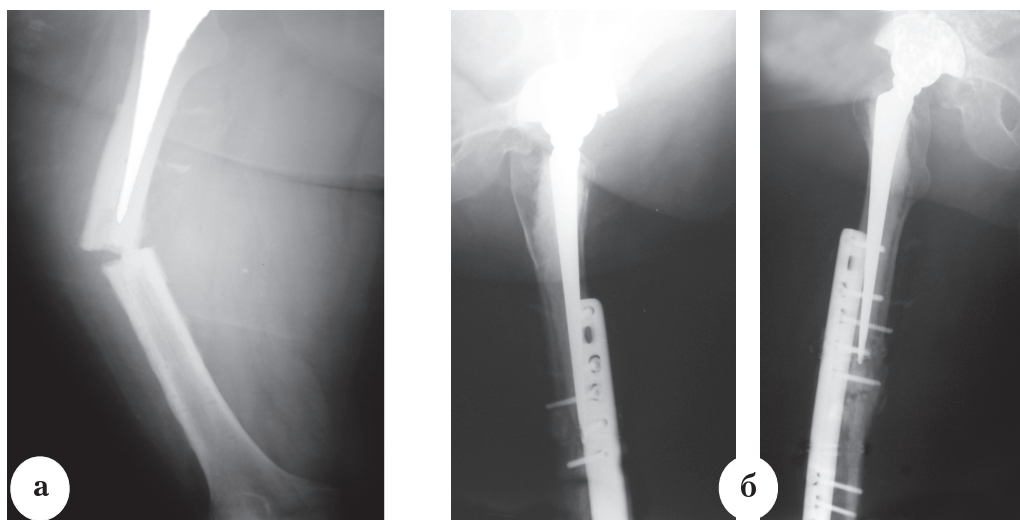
Рентгенограммы больной Ю., 76 лет: а – перипротезный перелом средней трети бедренной кости; б – результат остеосинтеза перипротезной пластиной перелома через 5 месяцев
